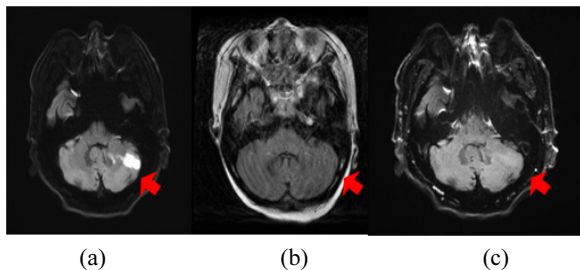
Comparison of Motion Artifact for DWI (a), FLAIR(b), EPI FLAIR (c)
